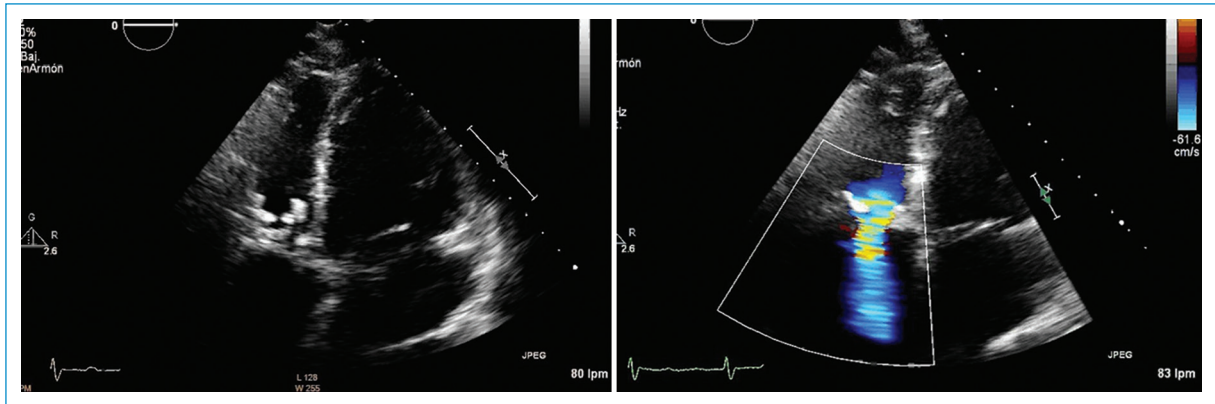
Ecocardiograma transtorácico con bioprótesis tricúspide engrosada, gradiente medio de 11 mmHg, insuficiencia moderada y ventrículo izquierdo normal.
